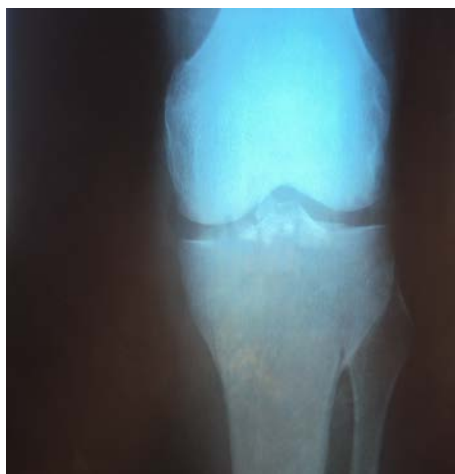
Пациент Г., 58 лет, рентгенограмма, переднезадняя проекция
